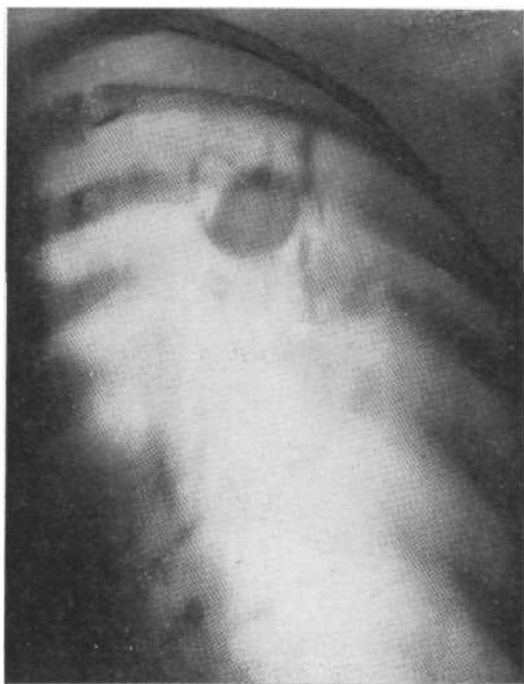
Томограмма в прямой проекции. Туберкулома с неровными, не совсем четкими контурами без полости распада. Очаговое обсеменение вокруг. Операция.
